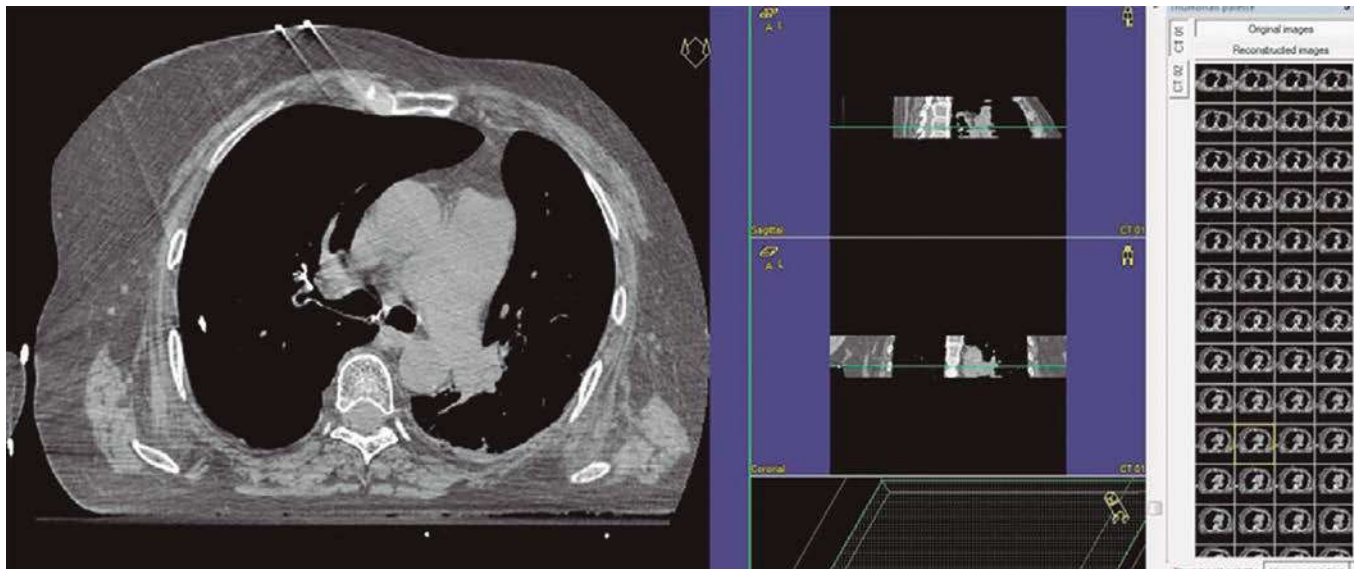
Imágenes del CT de simulación con la fuente de simulación colocada en el interior del catéter bronquial.
